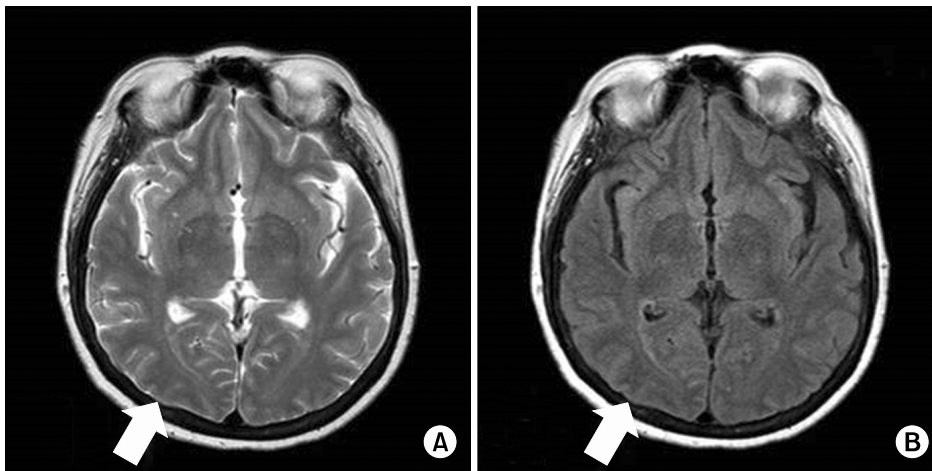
Repeated brain magnetic resonance imaging taken 5 weeks later showed resolution of previously noted both parieto-occipital signal change in (A) T2-weighted image and (B) fluid-attenuated inverse recovery imaging.
